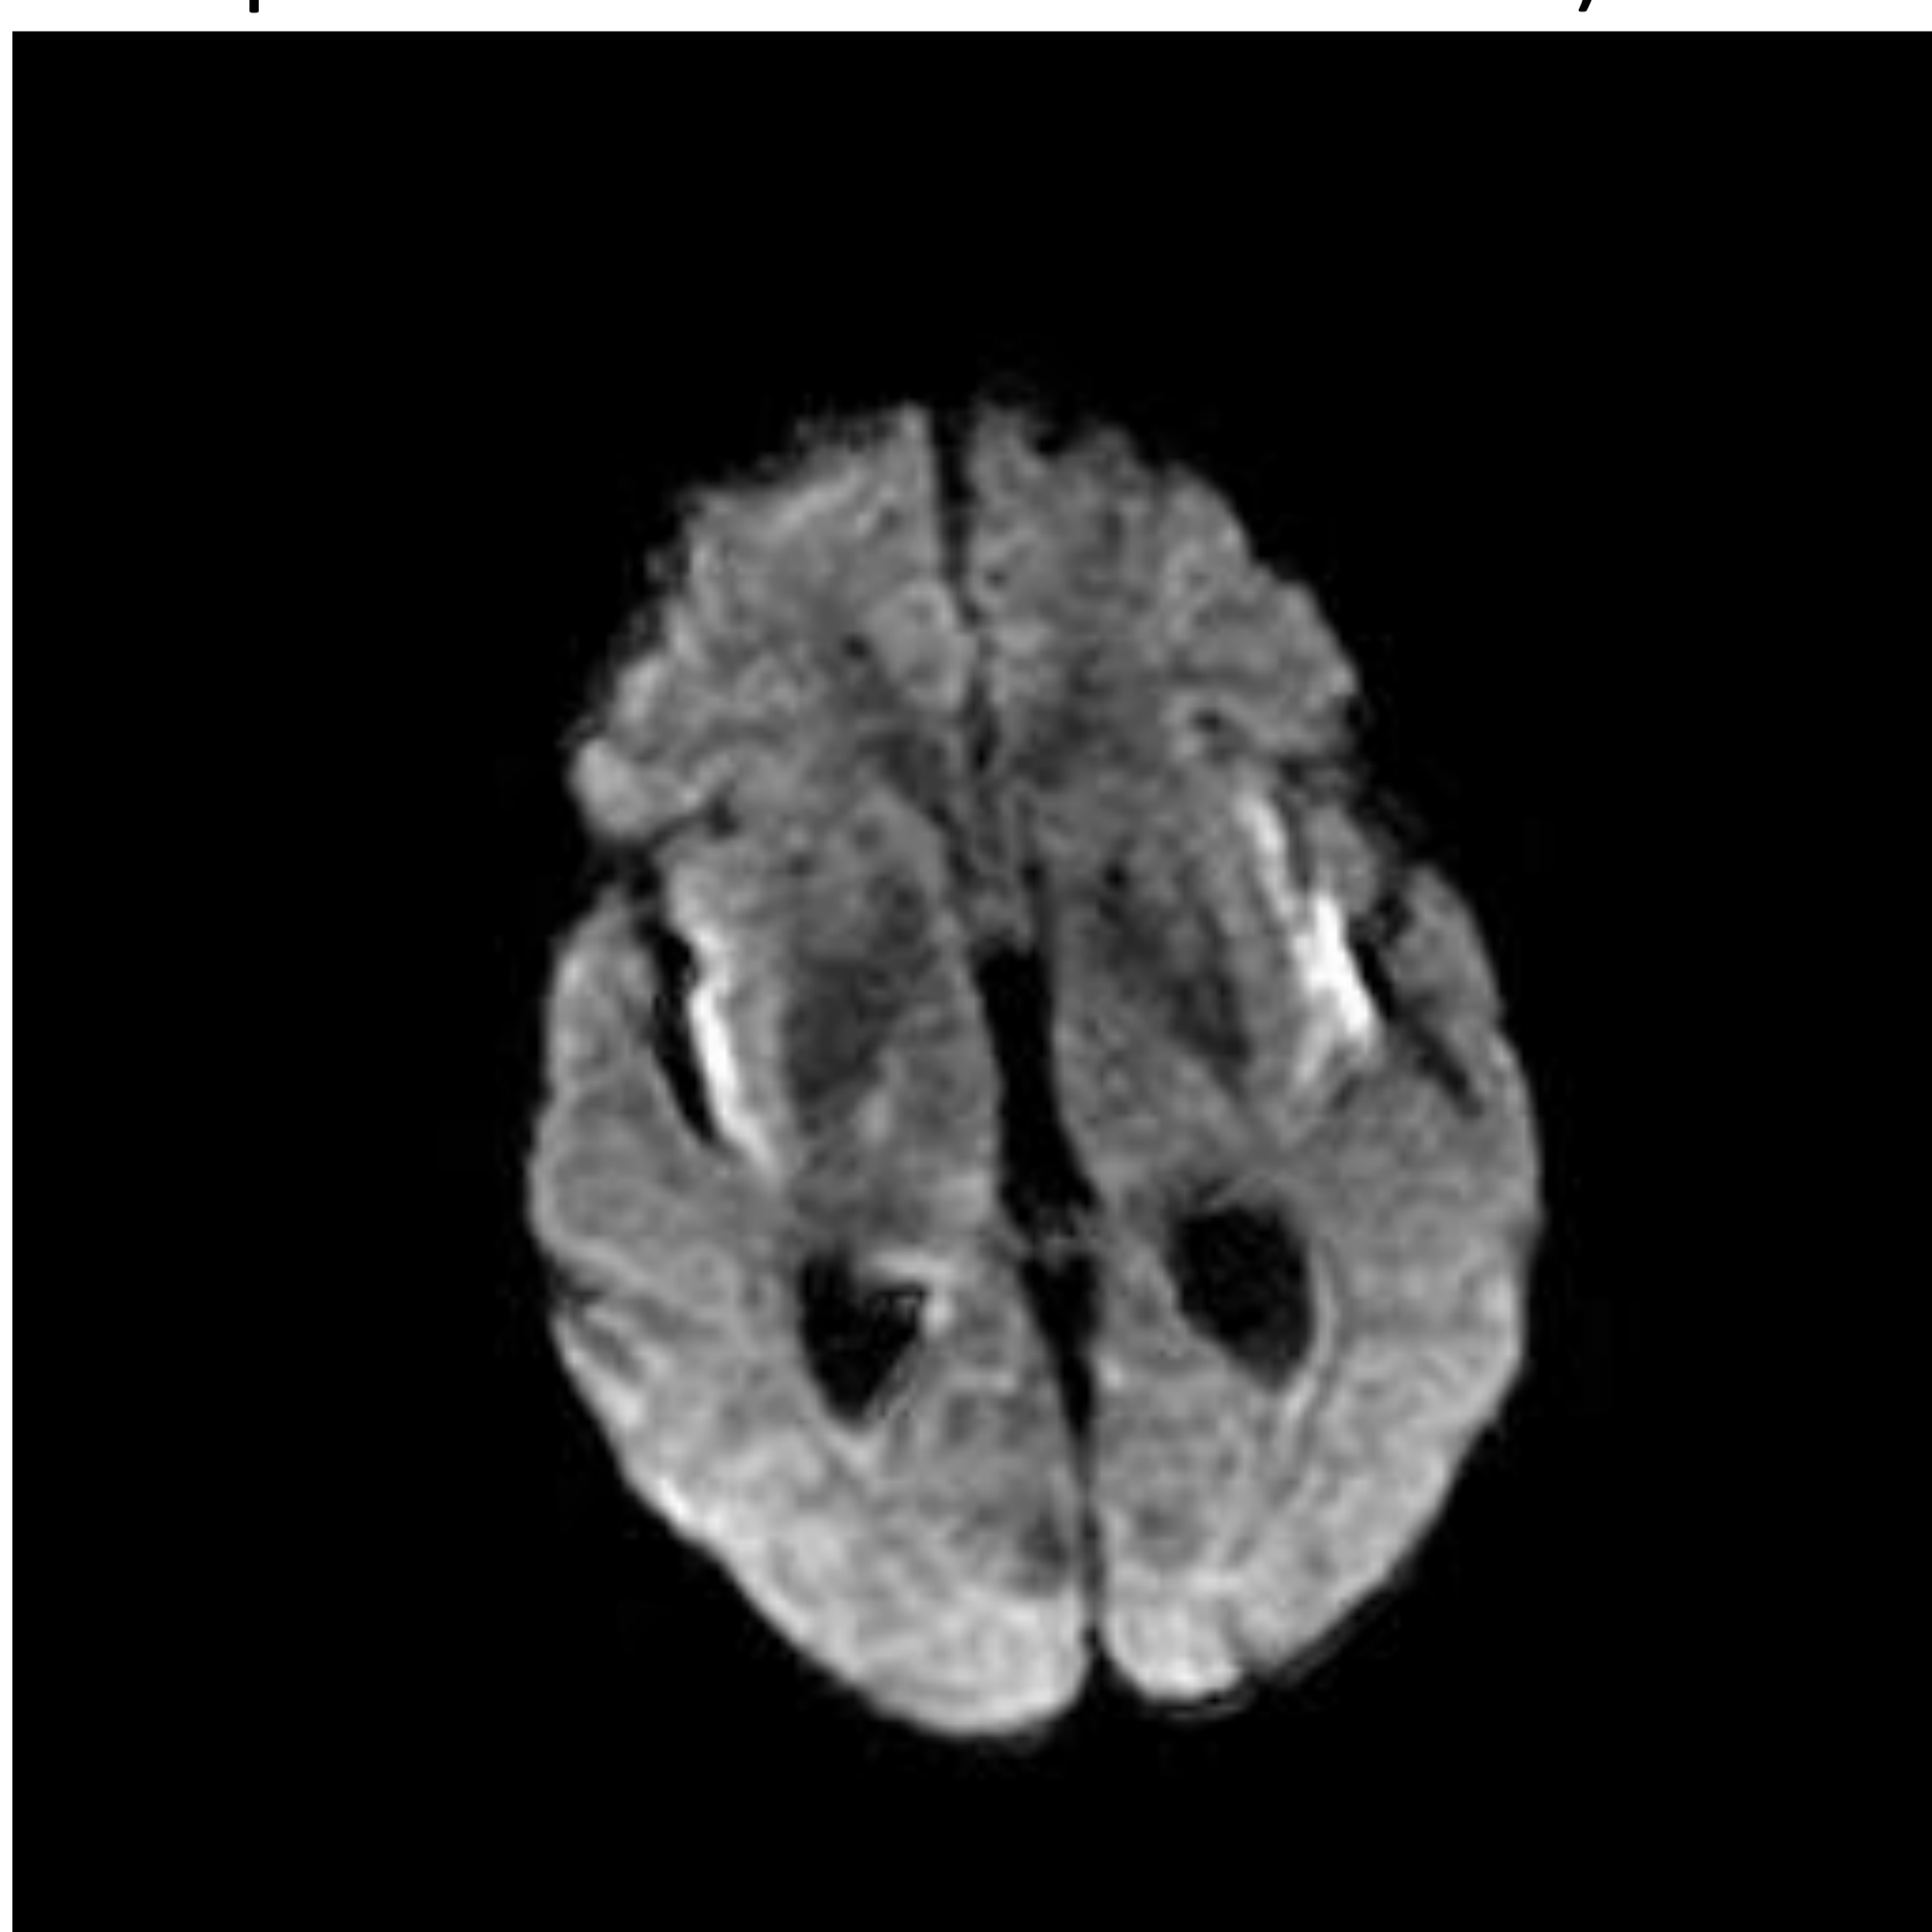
Encefalopatía hiperamoniémica. En la resonancia se aprecia hiperintensidades bilaterales en secuencia de difusión en ínsula. Hallazgos característicos de la hiperamoniemia aguda.
